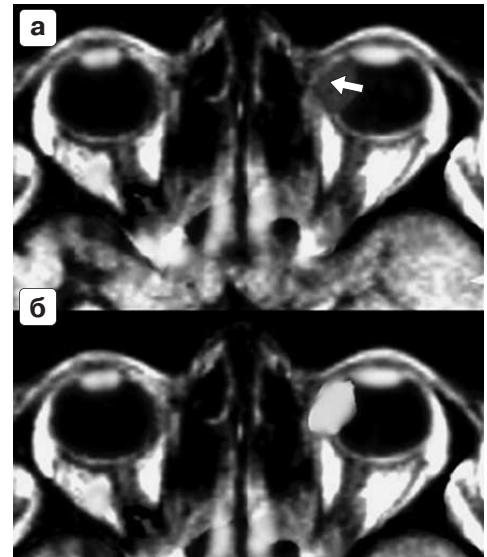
МРТ головного мозга. МРТ орбит. Интраокулярная лимфома. Аксиальная проекция. а – T1 ВИ ИП SE до введения парамагнетика – стрелка указывает на патологическое образование в передне-медиальном отделе левого глаза с гипоинтенсивным МР-сигналом; б – T1 ВИ ИП SE после введения 20 мл парамагнетика – гиперинтенсивный МР-сигнал от лимфомы за счет выраженного накопления препарата.
